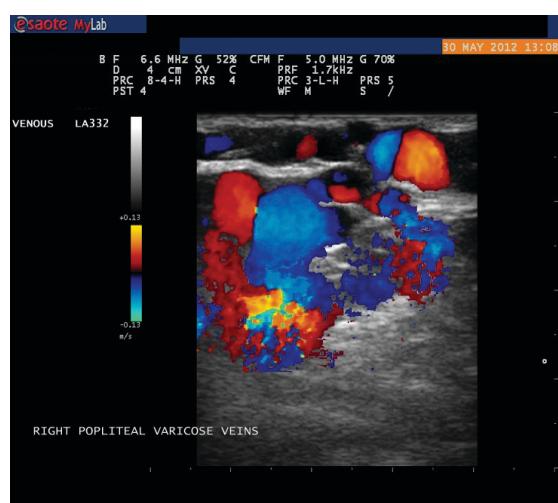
Doppler ultrasound showing varicose veins with atypical distribution in the right lower limb.
